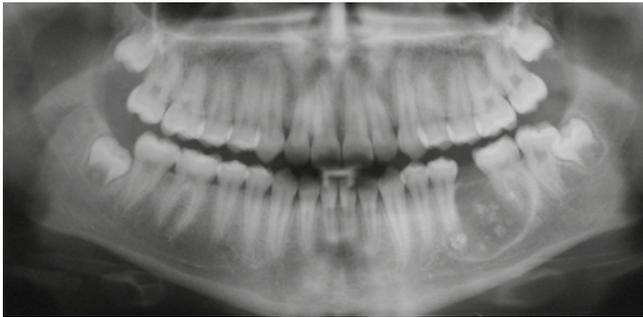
Radiografía panorámica donde se observa la lesión mixta en relación a piezas dentarias 3.5 y 3.6.
